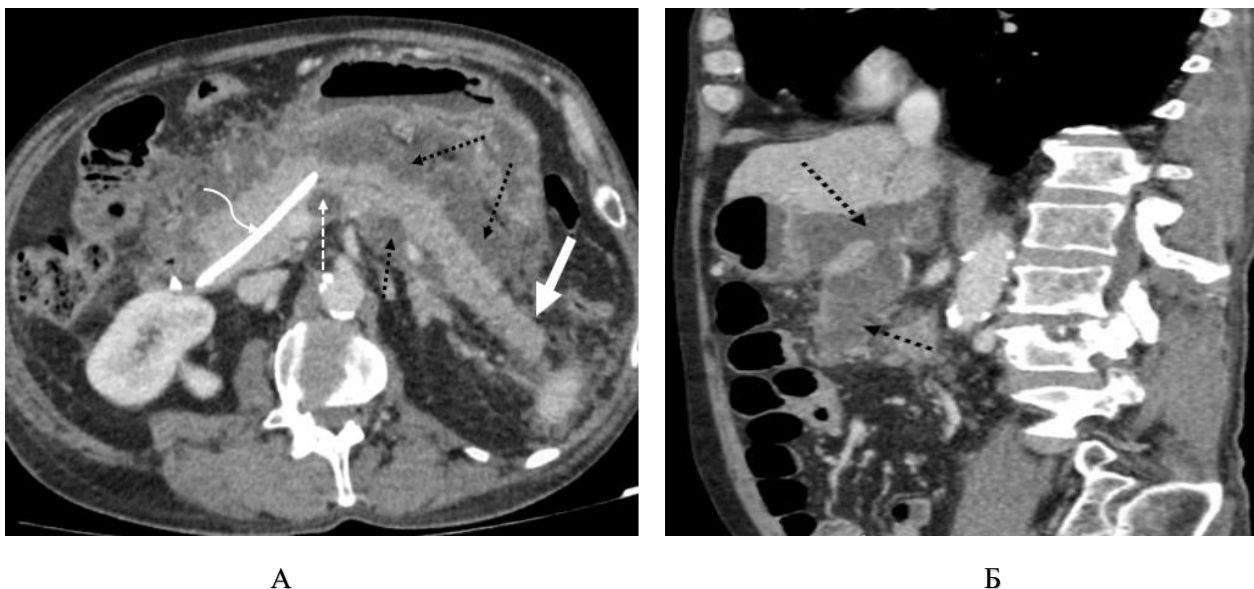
КТ с в/в болюсным контрастированием, аксиальная (А), сагитальная (Б) проекции, венозная фаза – 13 день ОП. 1 тип конфигурации некроза: глубокий некроз в шейке ПЖ (белые пунктирные стрелки), жизнеспособная паренхима (белые стрелки), стент (фигурная стрелка), парапанкреатит (черные пунктирные стрелки)
